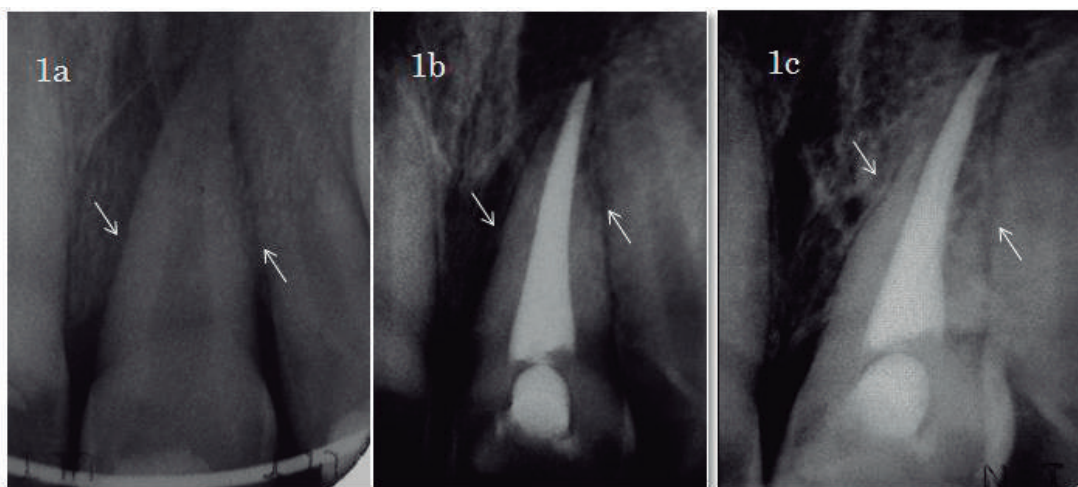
a: Radiografía inicial posterior a la reimplantación y ferulización. b: Radiografía 3 meses de seguimiento. c: Radiografía 3 años después del tratamiento, 14 de mayo 2016. Se observa la continuidad del ligamento periodontal.
